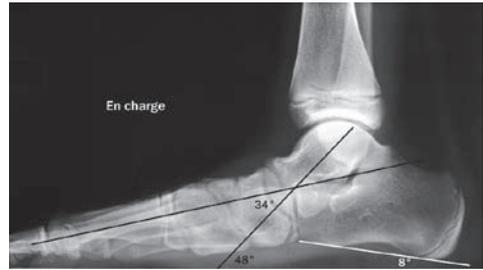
Radiographie du pied de profil en charge. Angle talus- premier métatarsien de 34°. Remarquer la cassure de l'arche médiale à deux niveaux talonaviculaire et naviculum-premier cunéiforme. Équinisme du talus (48°) et du calcaneus (8°) calculés par rapport au sol.
